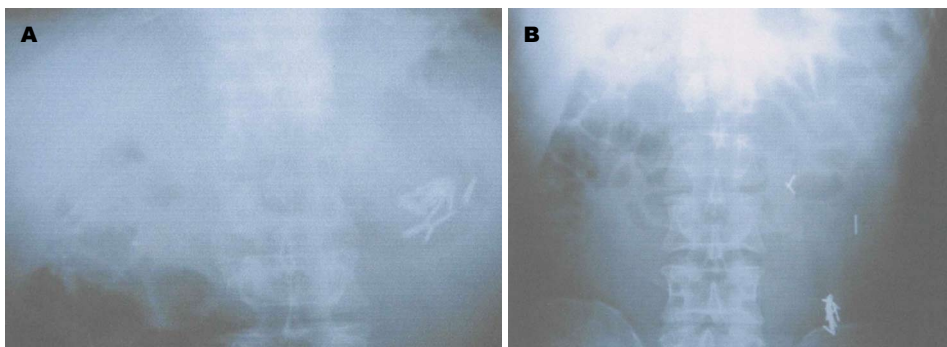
实验组患者治疗前后试餐后5 h胃排空X线片. A: 治疗前; B: 治疗后.
